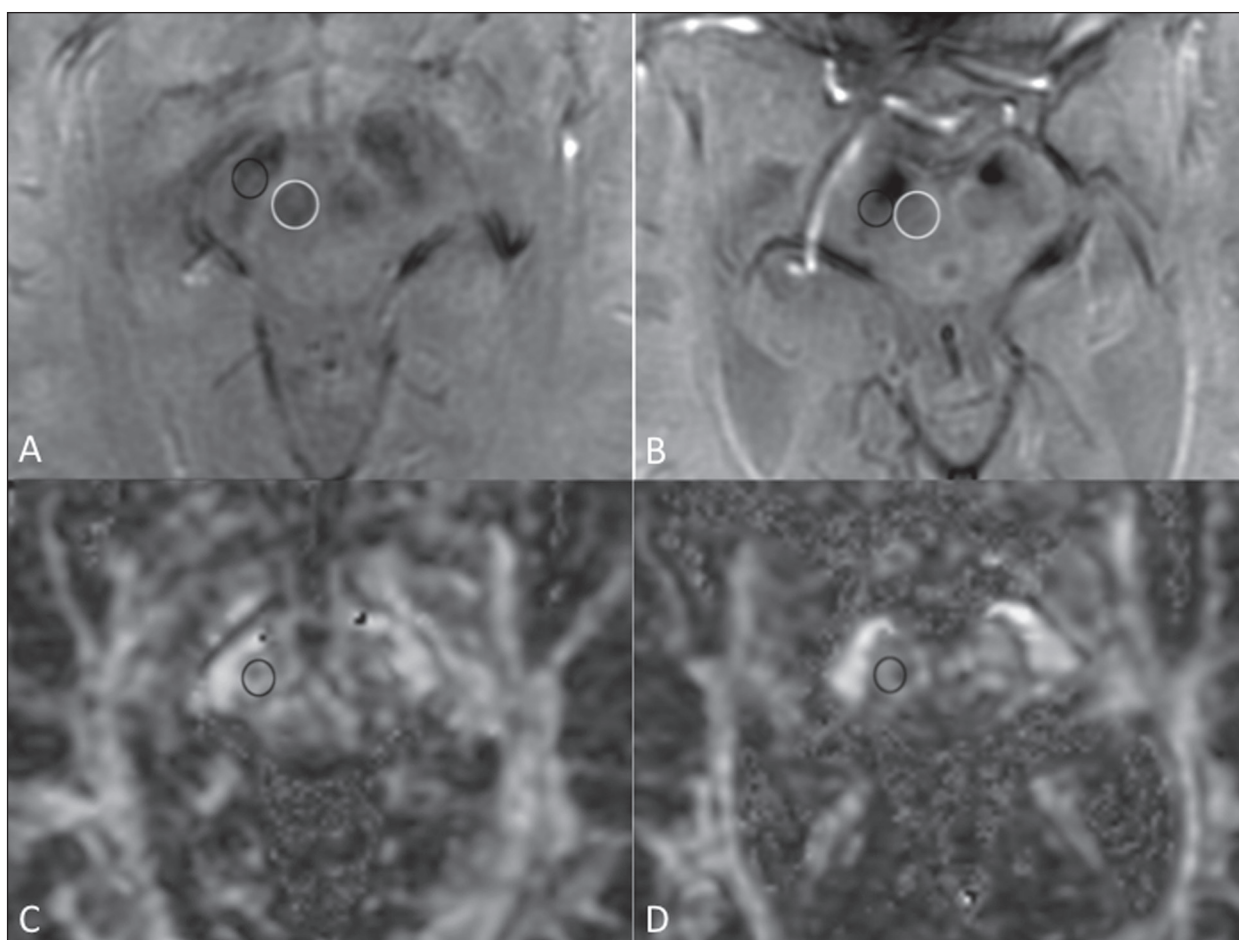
RM convencional e ITD na doença de Parkinson. A substância negra normal apresenta-se como uma faixa hipointensa nas sequências pesadas em T2 e em suscetibilidade magnética entre o pedúnculo cerebral e o tegmento mesencefálico. Em um paciente sem doença de Parkinson de 66 anos (A), no corte axial do mesencéfalo na sequência pesada em suscetibilidade magnética está bem delimitada a substância negra (círculo preto), que apresenta espessura preservada e plano de clivagem bem definido com o núcleo rubro (círculo branco). Em um paciente com doença de Parkinson de 68 anos (B), no mesmo plano e sequência que em A, a substância negra não é bem delimitada e encontra-se afilada, enquanto seu plano com o núcleo rubro é indefinido. O sinal da substância negra no paciente com doença de Parkinson é reduzido devido ao depósito de ferro. As regiões de interesse na substância negra nos pacientes de A e B (círculos pretos) foram copiadas e coladas no mapa de anisotropia fracionada (C e D, respectivamente), que demonstraram um valor menor no paciente com doença de Parkinson (0,425) do que no paciente sem doença de Parkinson (0,581), indicando perda da integridade neuronal. A avaliação do lado contralateral mostrou achados semelhantes tanto no paciente sem doença de Parkinson quanto no paciente com doença de Parkinson (não demonstrado).
